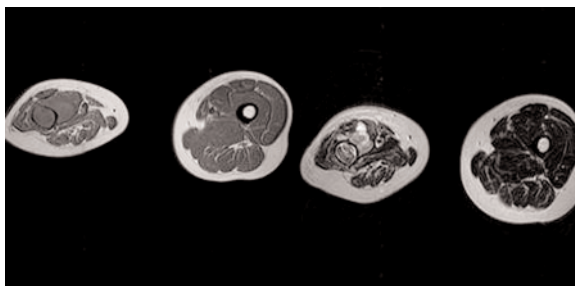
Resonancia magnética (RM) de muslo derecho. Secuencias axial T1 Y T2 que muestran cambios de señal, heterogénea, hipointensa en T1, e iso-hiperintensa en T2, intramedular del hueso con extensión hacia las partes blandas adyacentes.
